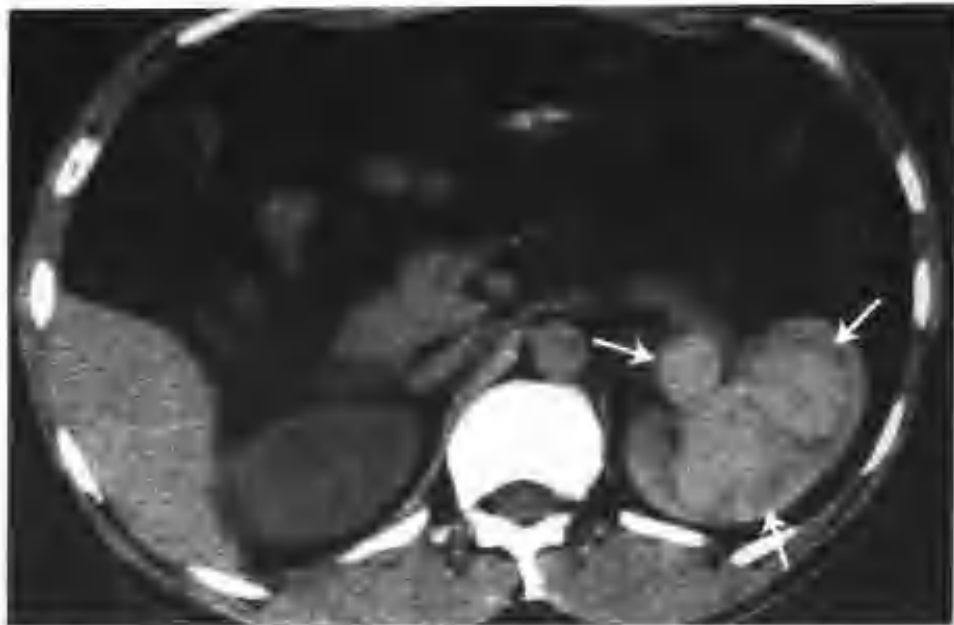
左侧肾盂输尿管移行部狭窄并积血 (CT 平扫示左肾影增大, 肾盂、肾盏扩张, 尤以肾盂扩张明显, 密度增高, CT 值 74HU, 其内见片块状更高密度影, 周边见低密度带状影 (箭头))
